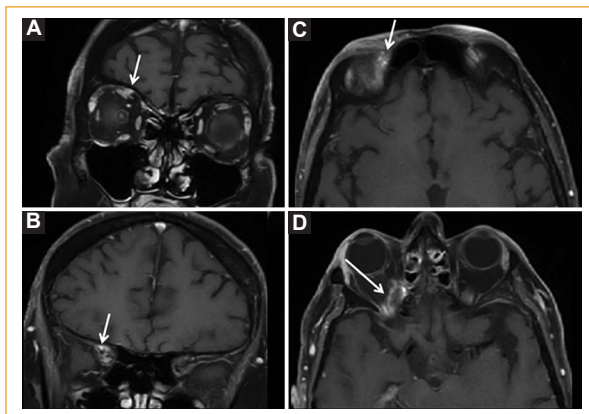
Técnicas de RM de alta resolución de cerebro y órbitas. A y B: las secciones coronales en secuencia T1 con FAT SAT con contraste con gadolinio muestran el engrosamiento del nervio frontal en su trayectoria intraorbitaria (A está en relación a los músculos y B a la trayectoria de la fisura orbitaria superior). C y D: secciones axiales en secuencia T1 con FAT SAT con contraste con gadolinio C: se aprecia el nervio engrosado en su trayectoria superior cerca del foramen supraorbitario y D: su trayectoria intraorbitaria.
